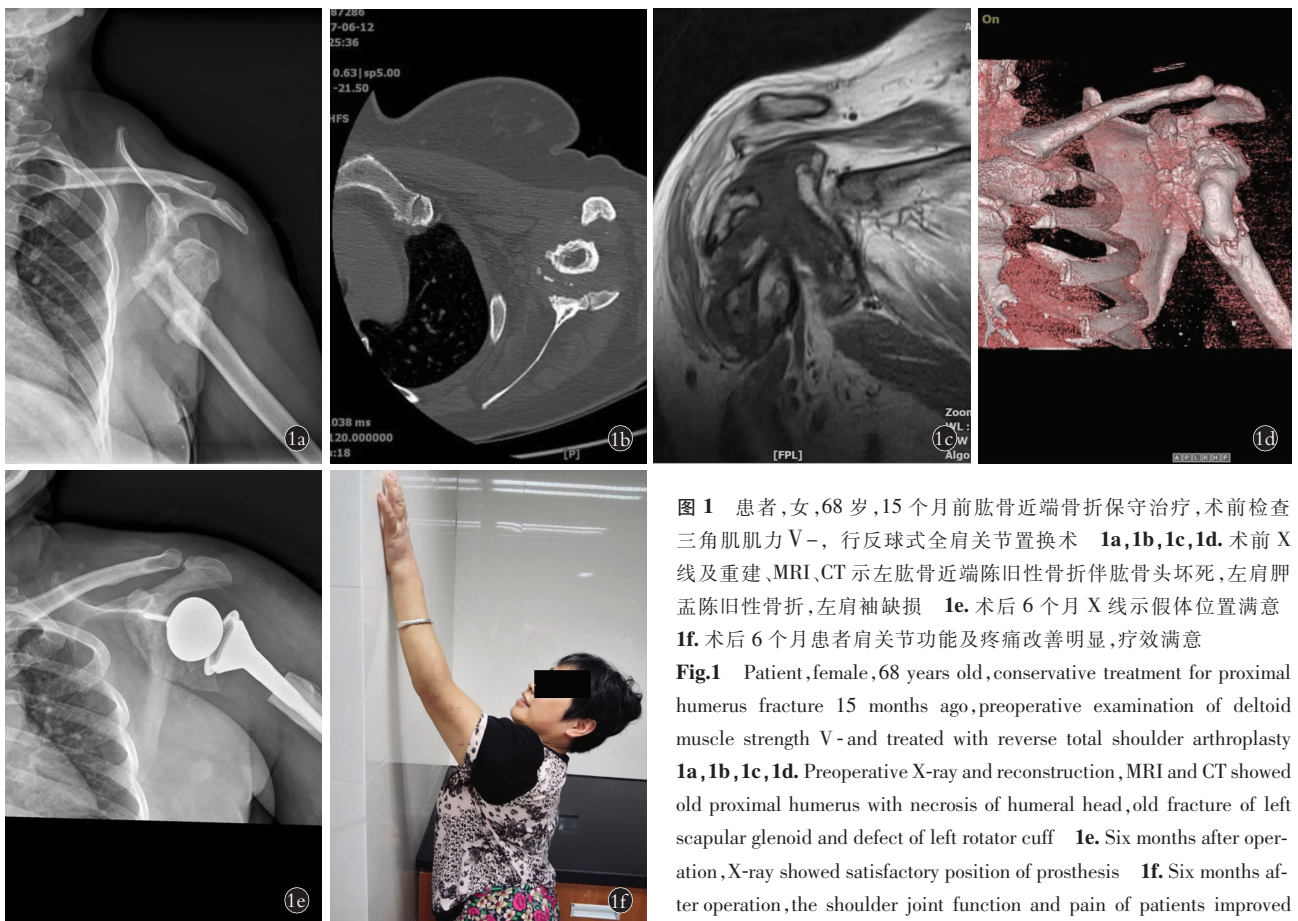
患者,女,68 岁,15 个月前肱骨近端骨折保守治疗,术前检查三角肌肌力 V-, 行反球式全肩关节置换术 1a,1b,1c,1d。术前 X 线及重建、MRI、CT 示左肱骨近端陈旧性骨折伴股骨头坏死,左肩胛盂陈旧性骨折,左肩袖缺损 1e。术后 6 个月 X 线示假体位置满意 1f。术后 6 个月患者肩关节功能及疼痛改善明显,疗效满意
